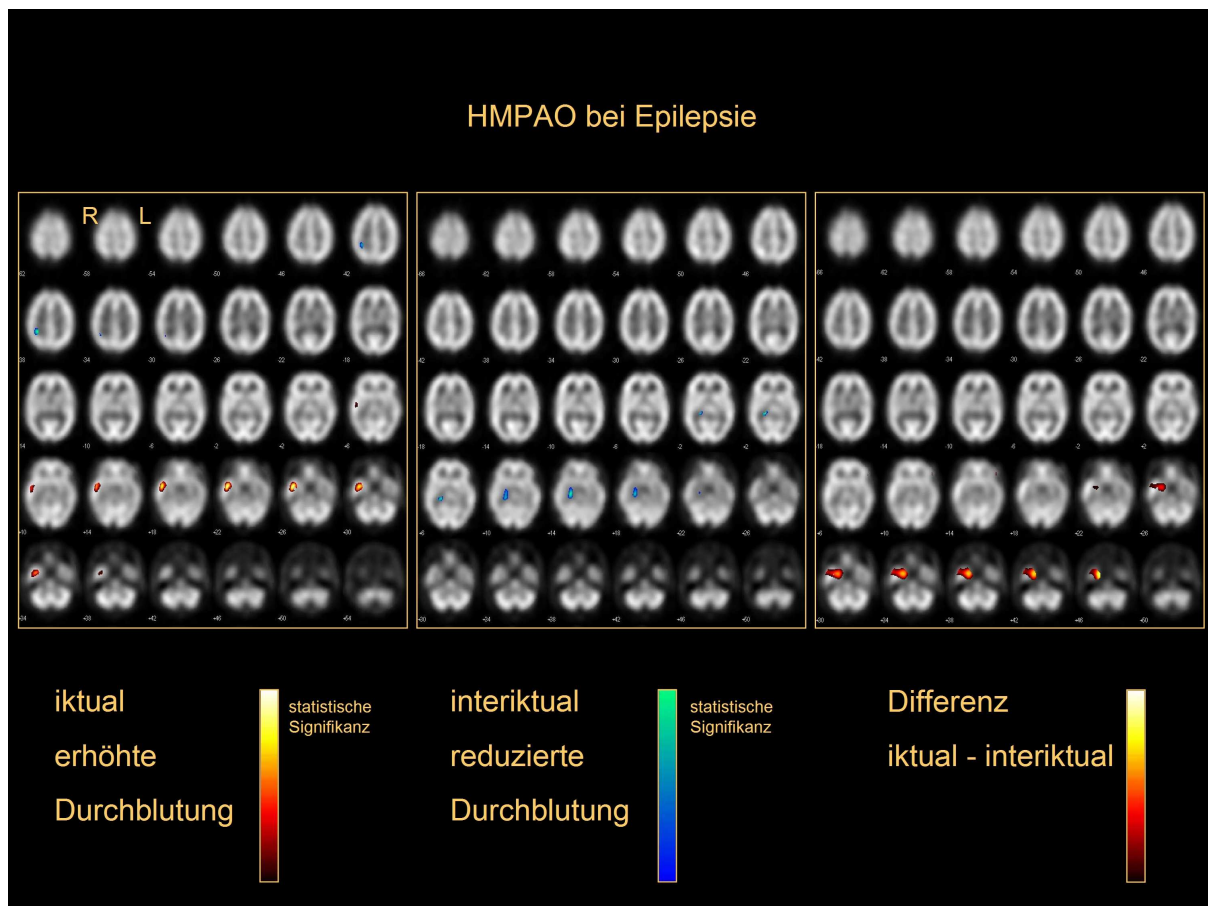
Perfusions-SPECT mit HMPAO
